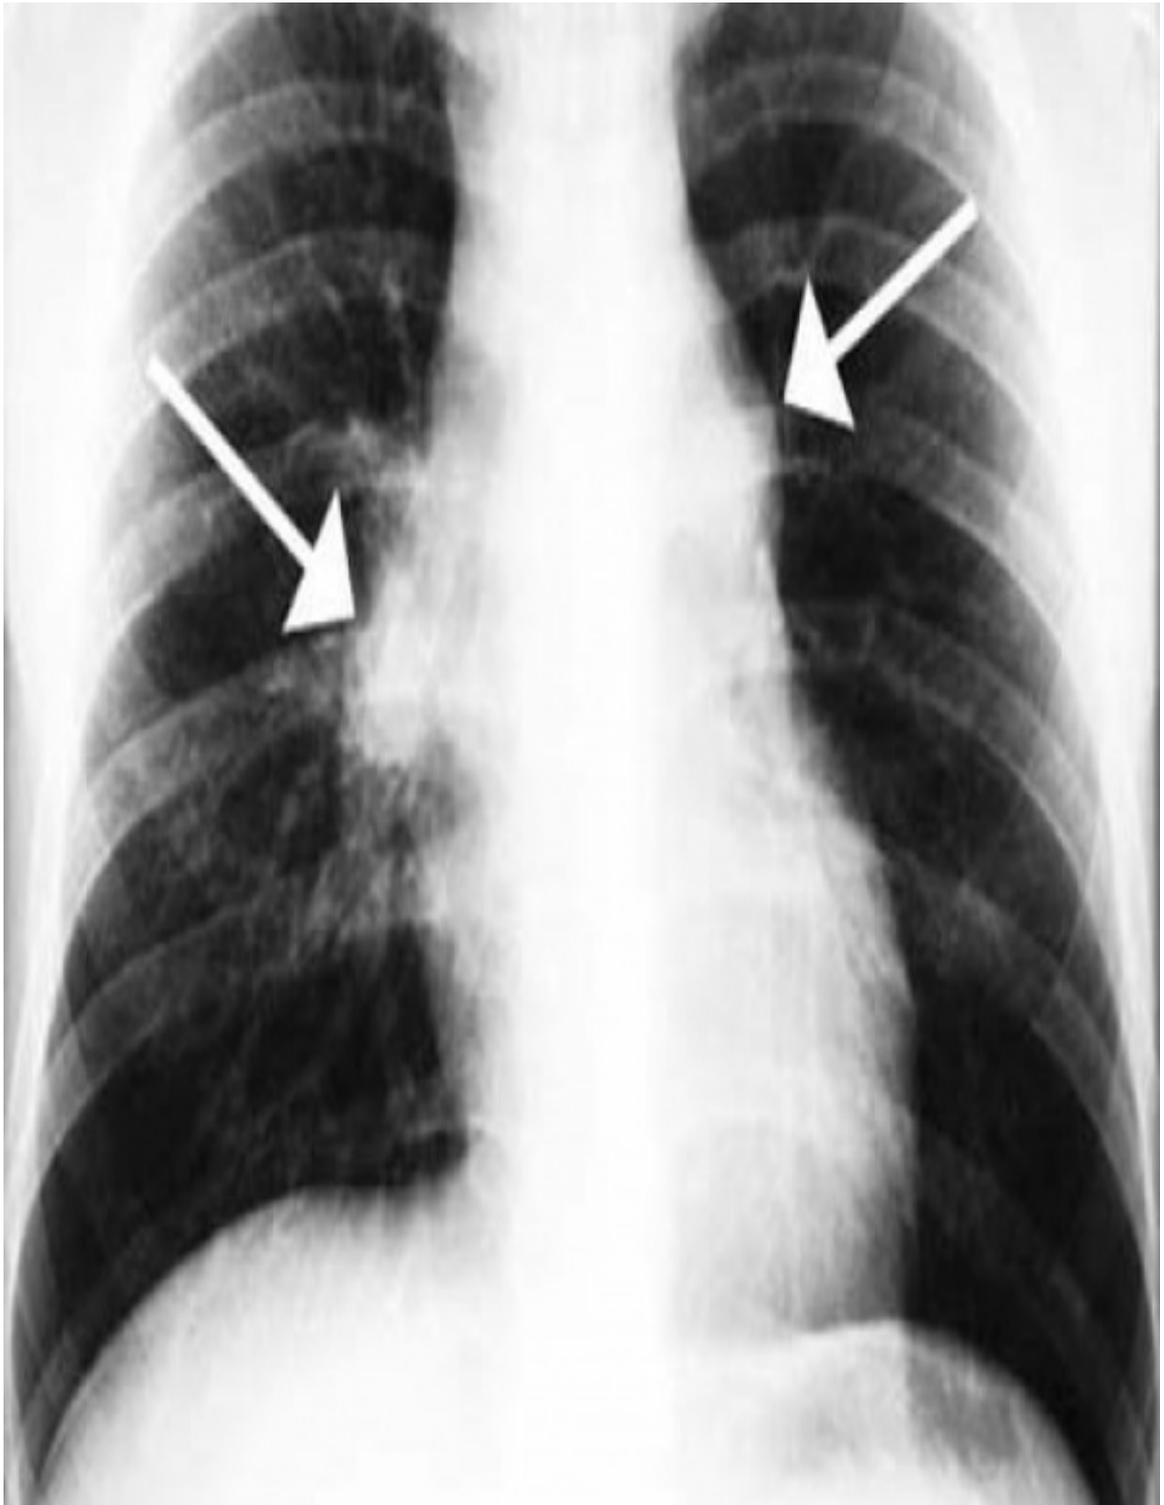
Radiographie de thorax de face syndrome médiastinale.
